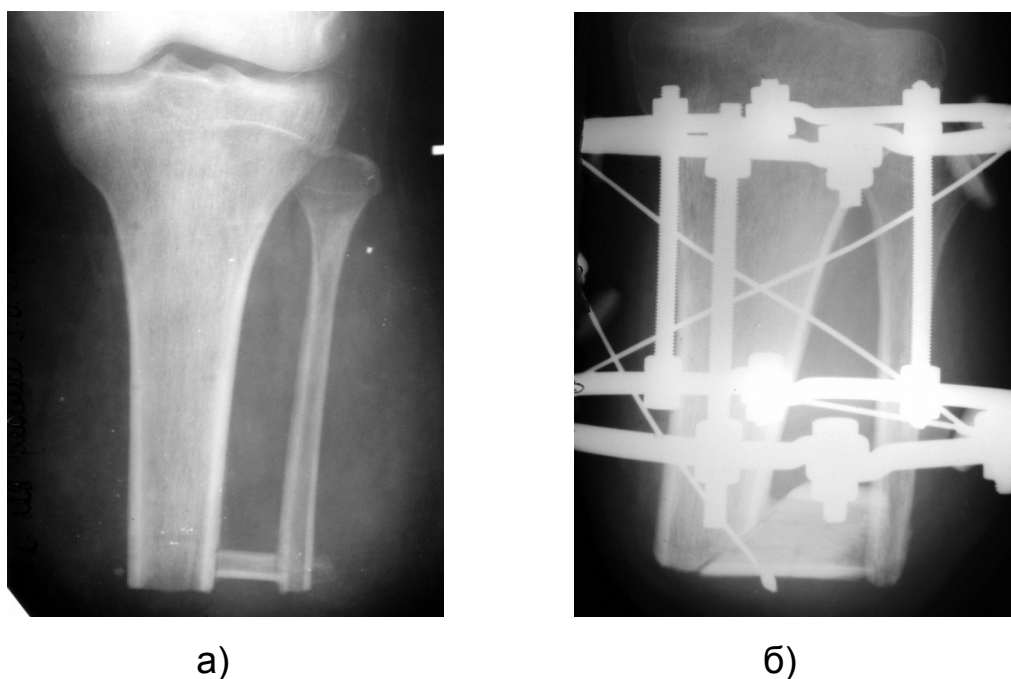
Фото рентгенограм кукс гомілки після кістковопластичної реампутації з формуванням синостозу кісток кукси гомілки трансплантатом з: а) малогомілкової кістки; б) великогомілкової кістки.
